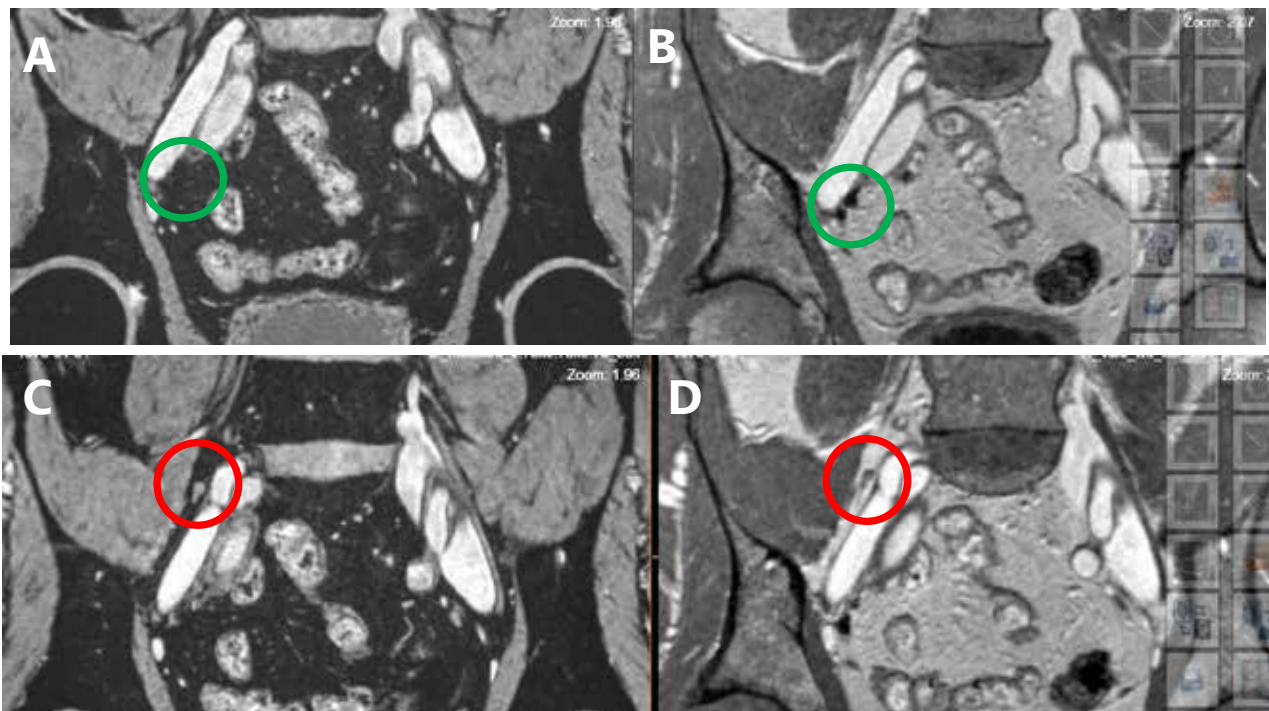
MRT-Beispiele von normalen Lymphknoten und Lymphknotenmetastasen eines Patient mit Prostatakarzinom im Beckenbereich, 24-36 Stunden nach der intravenösen Gabe von Ferrotran.
